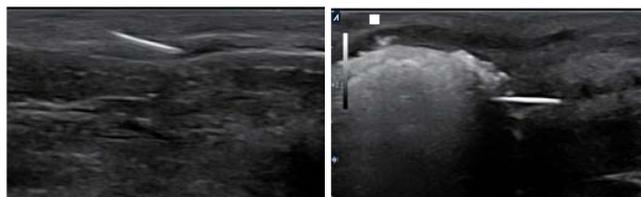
À gauche, repérage échographique de la position de la plaque (ici dans une plaque dorsale). À droite, visualisation de l'injection du PRP+HLA.
